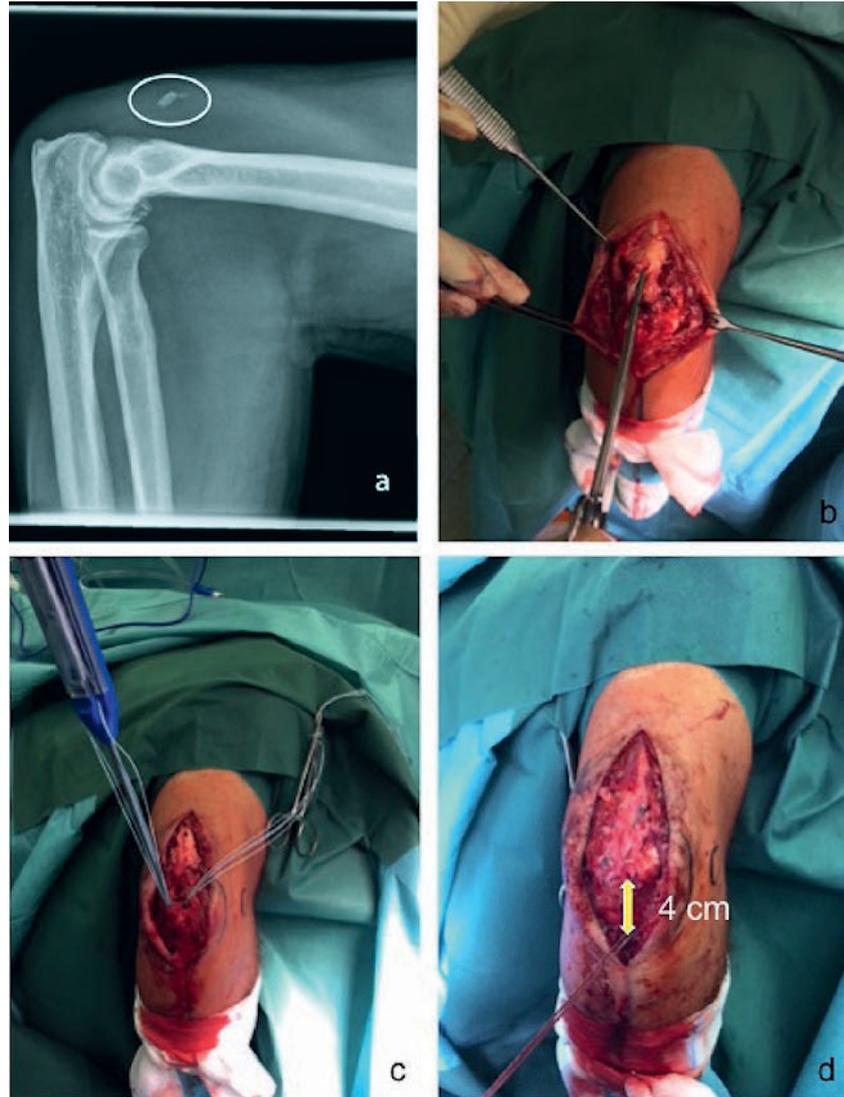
Präoperative laterale Röntgenaufnahme mit pathognomonischen „flake of bone“ (= knöcherne Avulsion) im Bereich des dorsalen, distalen Humerus a); Debridement Footprint (Olecranon) und Mobilisation der distalen Trizepssehne b); Platzierung von 2 proximalen Fadenankern medial und lateral mit distaler Ausrichtung c); monokortikale Bohrung ca. 4 cm distal der Olecranonspitze, Einführung des Buttons und Verknoten der Fadenpaare d).
